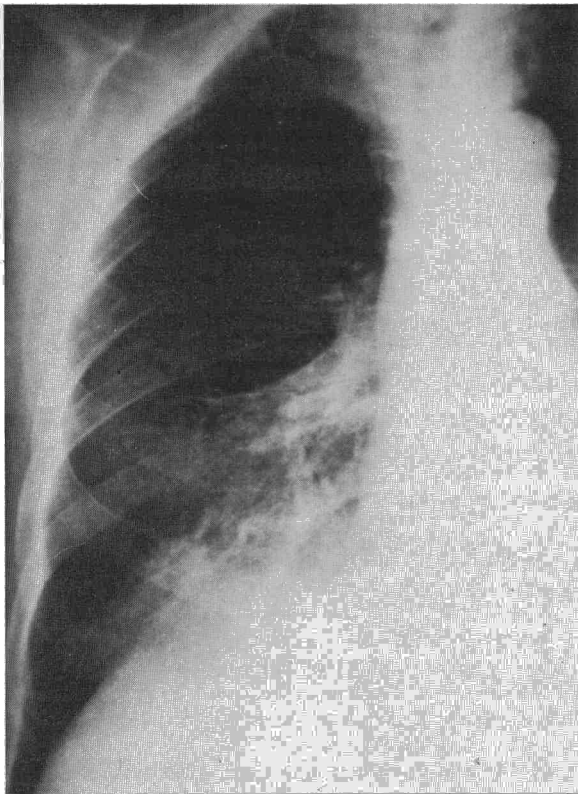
Radiografía posteroanterior de tórax. Actinomicosis pulmonar derecha.
